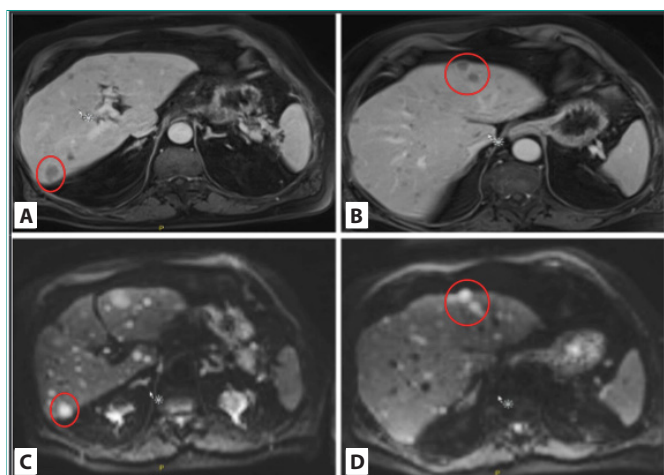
RMN abdominal. Se muestran 2 secuencias diferenciadas (A, B) y (C, D) tanto en T1 como en T1 con alta difusión donde se objetivan marcados en círculos rojos lesiones ocupantes de espacio hepáticas sospechosas de metástasis.
